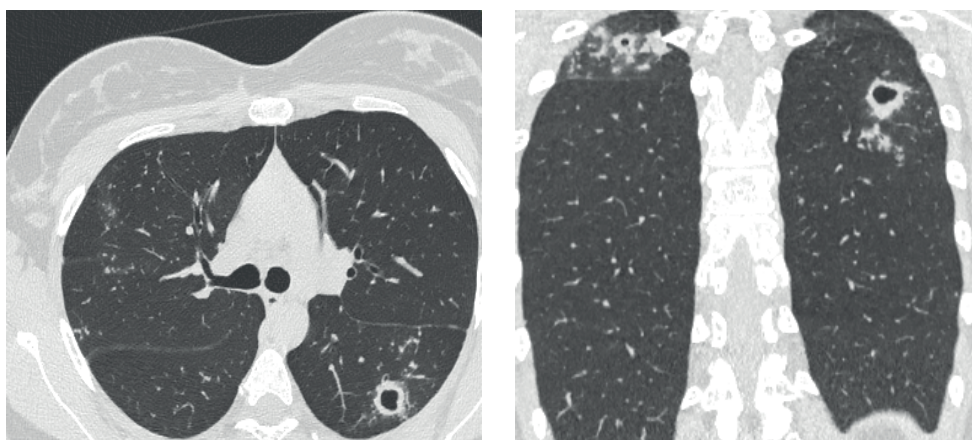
МСКТ ОГК пациентки К. при поступлении
